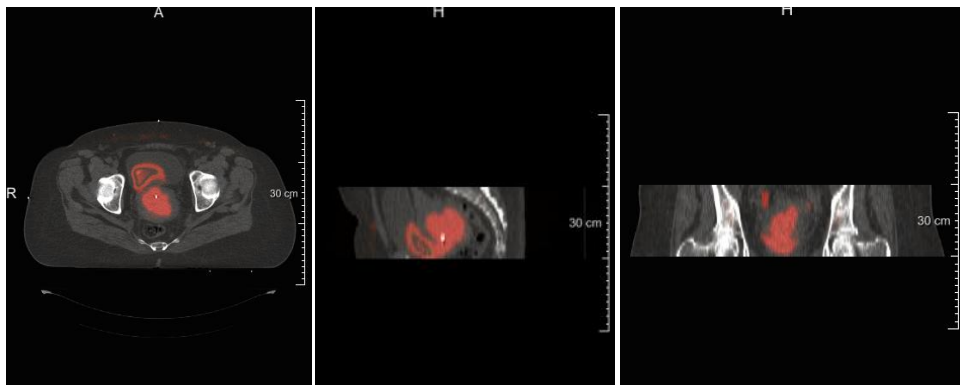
Projecção de volumes de interesse obtidos com a PET, sobre TC de planeamento com Mevislab. Corte axial (à esquerda), corte sagital (centro) e corte coronal (direita) de TC de planeamento com projecção de volumes de interesse.
